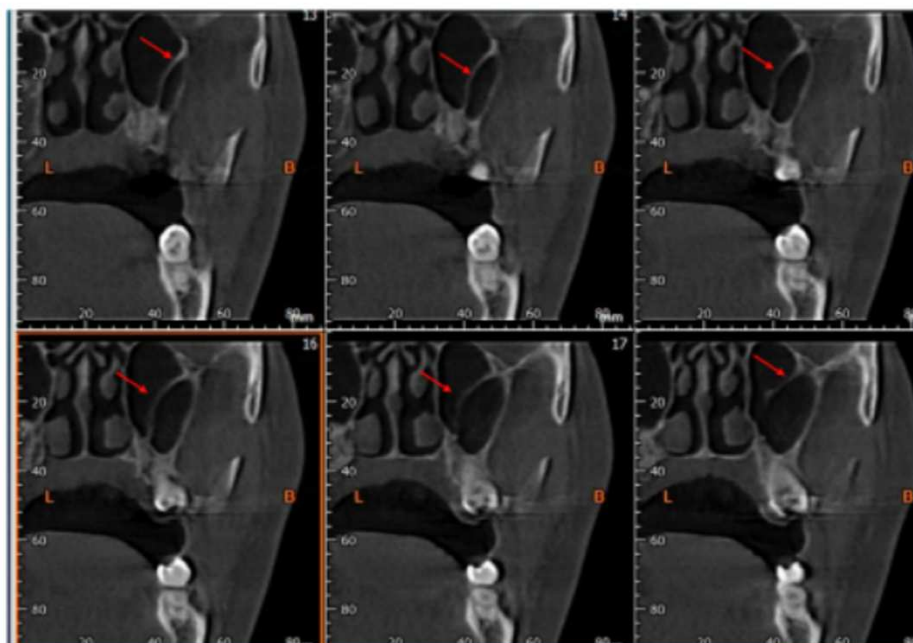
Cortes sagitais de tomografia computadorizada evidenciando a presença dos septos de Underwood no seio maxilar; assinalados por setas vermelhas. Adaptado de: Bernardi, S., Bianchi, S., Gerardi, D., Petrelli, P., Rinaldi, F., Piattelli, M., Macchiarelli, G., & Varvara, G. (2021). Anatomy of maxillary sinus: Focus on vascularization and Underwood septa via 3D imaging. *Diagnostics*, 11(2), 209. <https://doi.org/10.3390/diagnostics11020209>. Licença CC BY 4.0.
